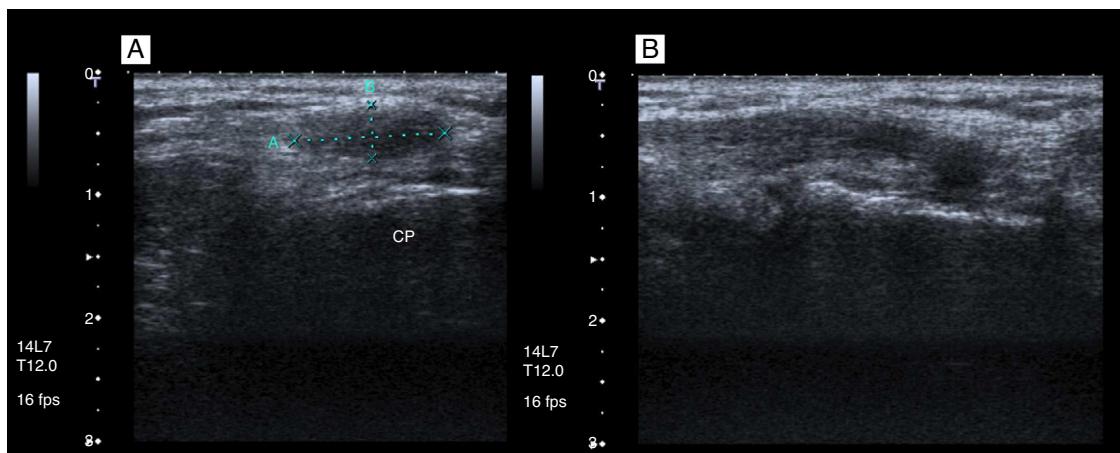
Ecografía de rodilla derecha. A: plano axial: se aprecia una imagen hiperecoica y engrosamiento del nervio peroneo común adyacente a la cabeza del peroné (CP). B: dicha imagen se aprecia igualmente en el plano longitudinal.
